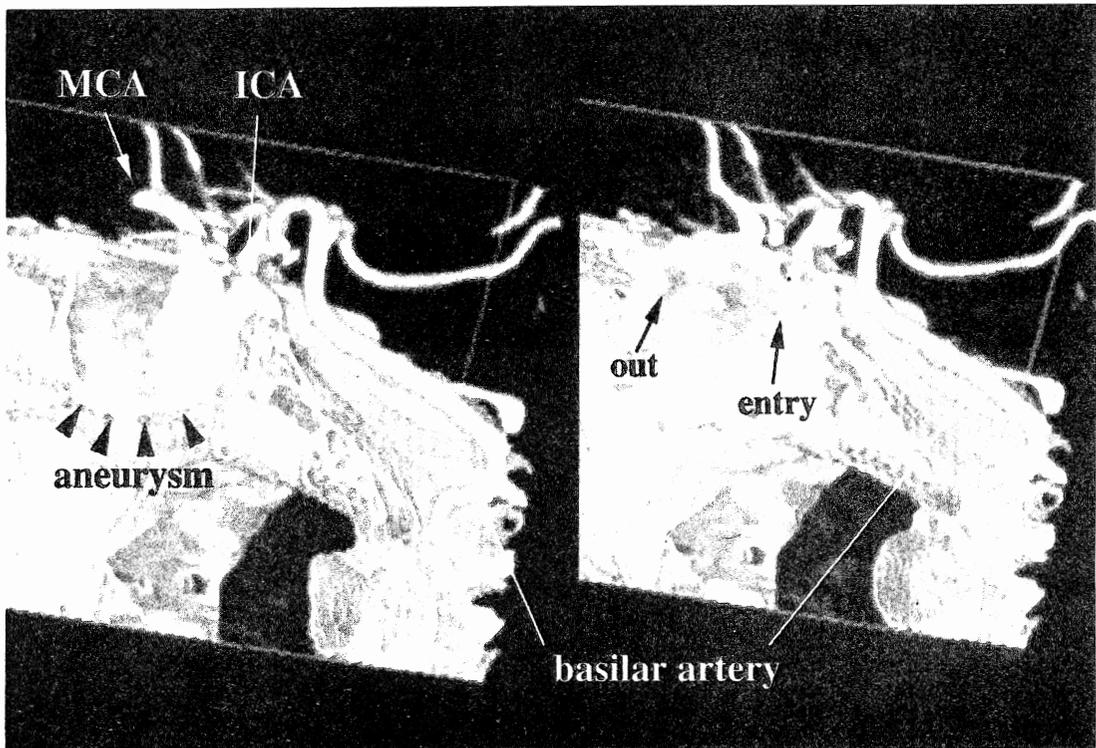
3D-CTA / 平成 12 年 2 月 29 日
